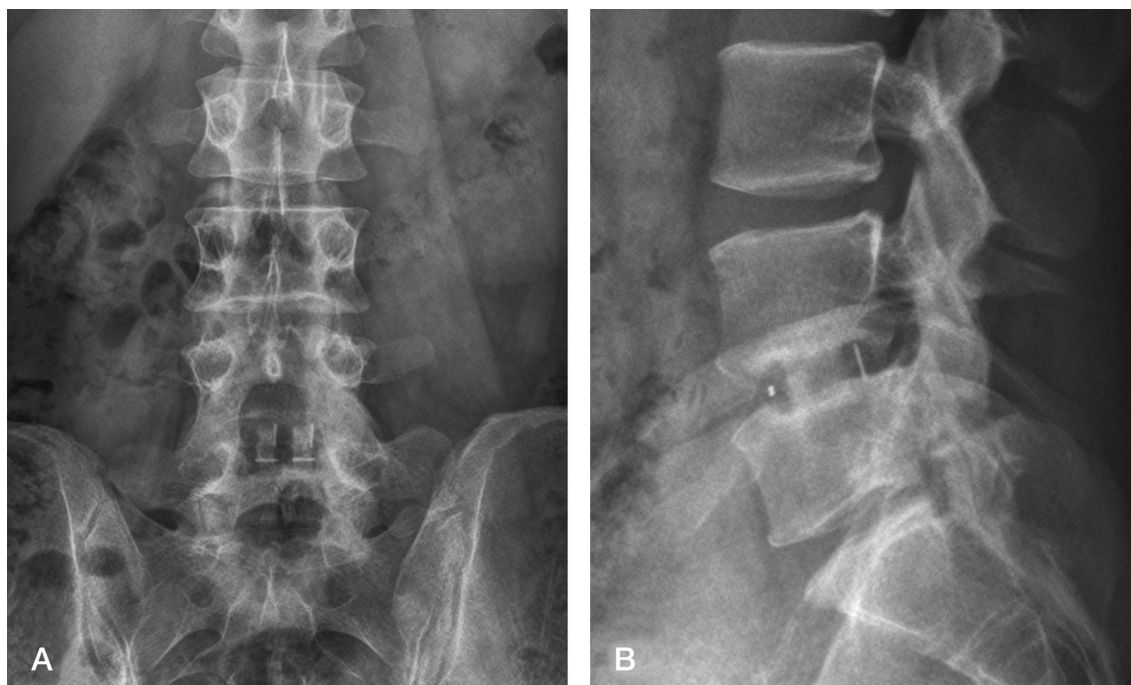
Postoperative views after three years, (A-B) The anteroposterior and lateral views of the plain radiograph show bony union.
